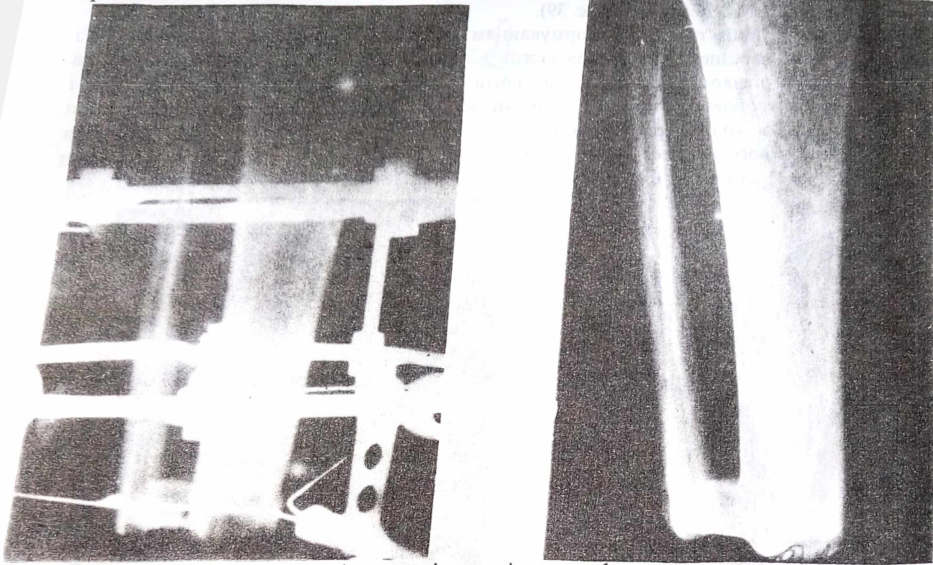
Фото рентгенограм. Ампутація гомілки з формуванням синостозу за рахунок ауто трансплантату з малогомілкової кістки. А - термін 1 міс. після операції; Б - термін 3 роки після ампутації.
